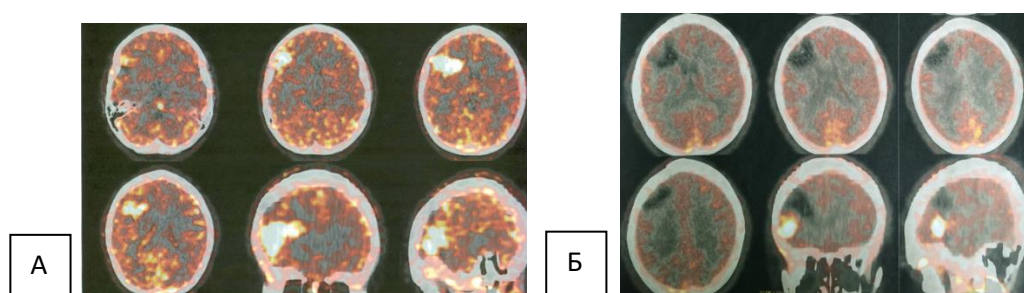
Б-ной П., 11 лет (и/б 2248-2012). Диагноз: Астроцитома II ст.анapl. Эписиндром. Операция в 2012 г. – субтотальное удаление опухоли. А - ПЭТ с метионином до операции; Б - ПЭТ через 3 года после операции – признаки продолженного роста опухоли (в правой лобной доле определяется очаг патологически повышенного захвата РФП (ИН 2,35) размерами 27x23x24 мм, совпадающий с участком измененного МР-сигнала)
